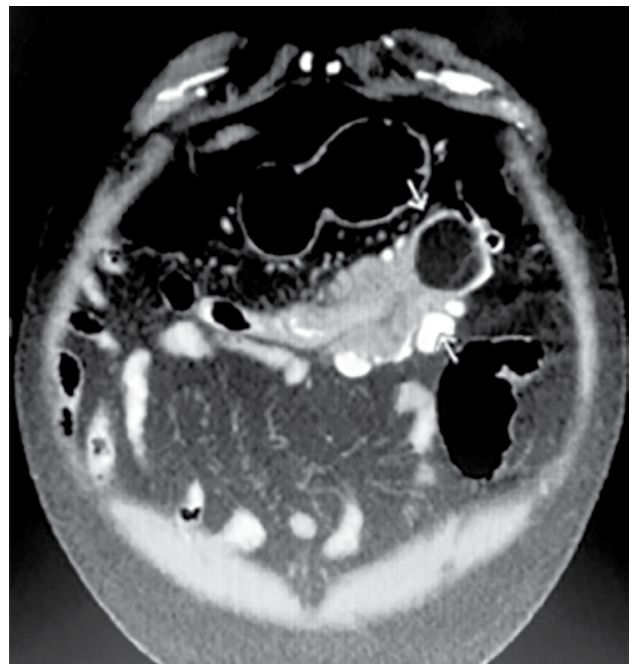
TC de abdomen (corte coronal).
